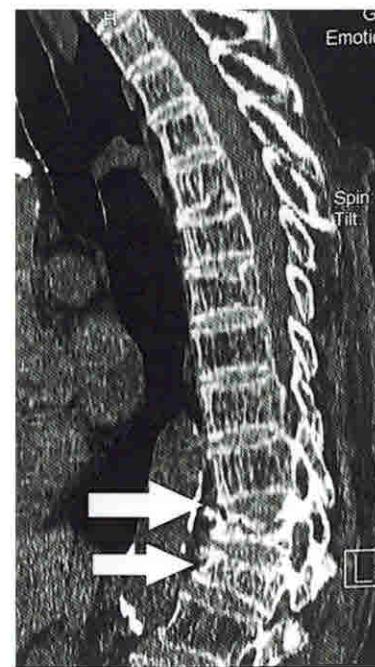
КТ грудного отдела позвоночника (сагиттальная проекция). Патологические компрессионные переломы  $T_{\text{XII}}$  и  $L_1$  при выраженному остеопорозе позвоночника. Стрелками указаны компрессионно-оскольчатые переломы  $T_{\text{XII}}$  и  $L_1$ . Обращает на себя внимание кифотическая деформация, формирующаяся за счет образования клиновидной деформации тел сломанных  $T_{\text{XII}}$  и  $L_1$
